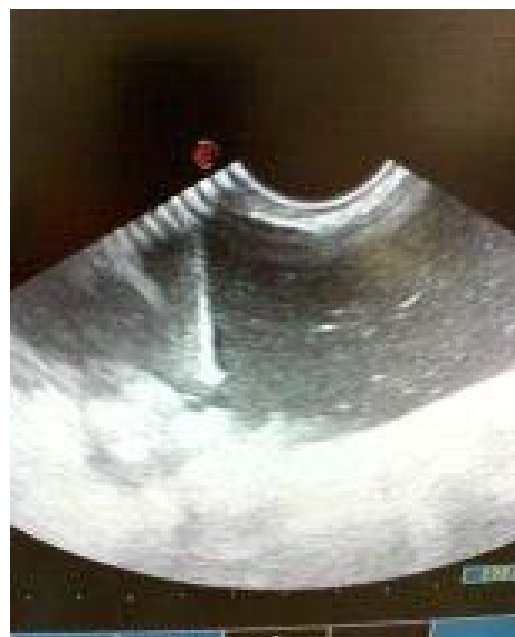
Забор асцитической жидкости из малого таза под контролем УЗИ трансабдоминальным путем.
